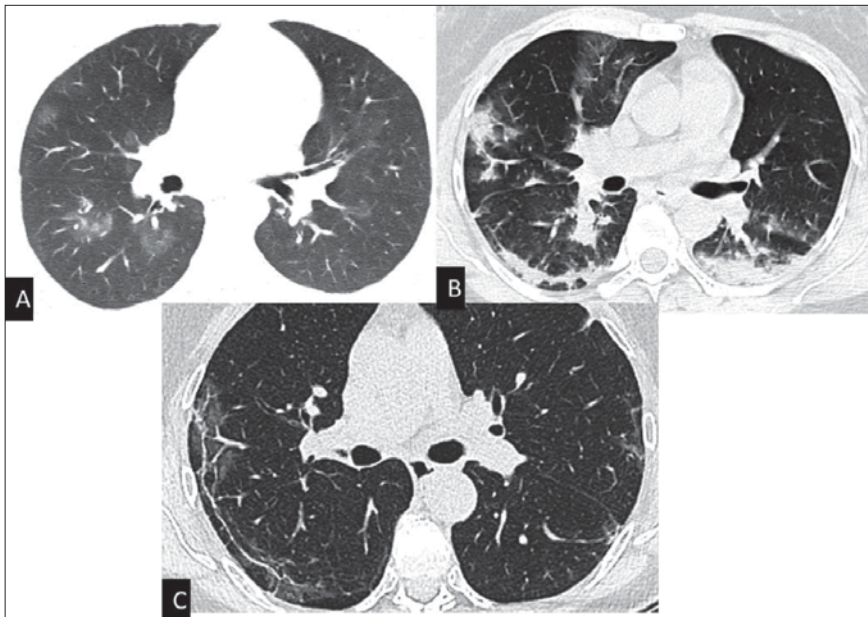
Hallazgos típicos de neumonía COVID-19 en cortes axiales de tomografía computarizada de tórax con ventanas de pulmón. A) Opacidades redondeadas parcheadas y bilaterales que dejan ver a su través los vasos, compatibles con patrón en vidrio deslustrado. B) Consolidaciones de predominio periférico junto con opacidades en vidrio deslustrado. C) Opacidad lineal paralela a la superficie pleural en lóbulo inferior derecho y lóbulo medio compatible con línea curva subpleural.
